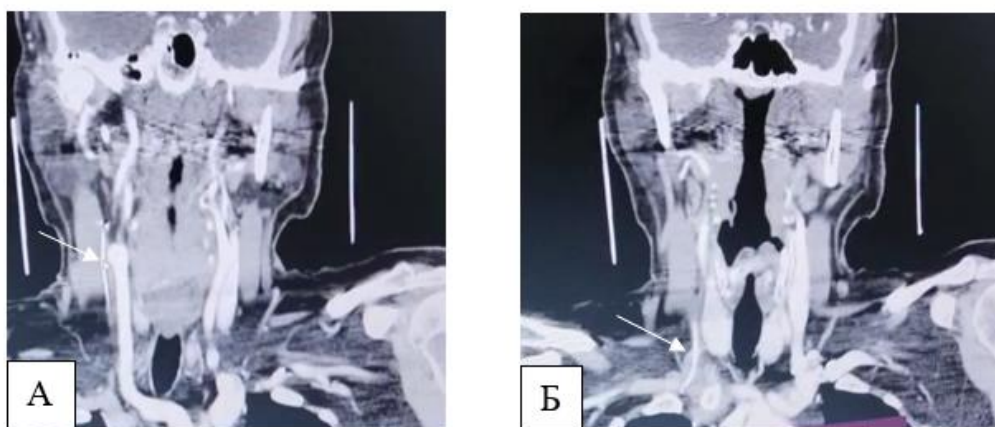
КТ сканограмма шейного сегмента пациента с мКРР (А). Через 14 месяцев после имплантации порт венозной системы отмечается дислокация дистального ее отдела в яремную вену (Б). Стрелкой указана собственно сама венозная система в сосудистом русле.
